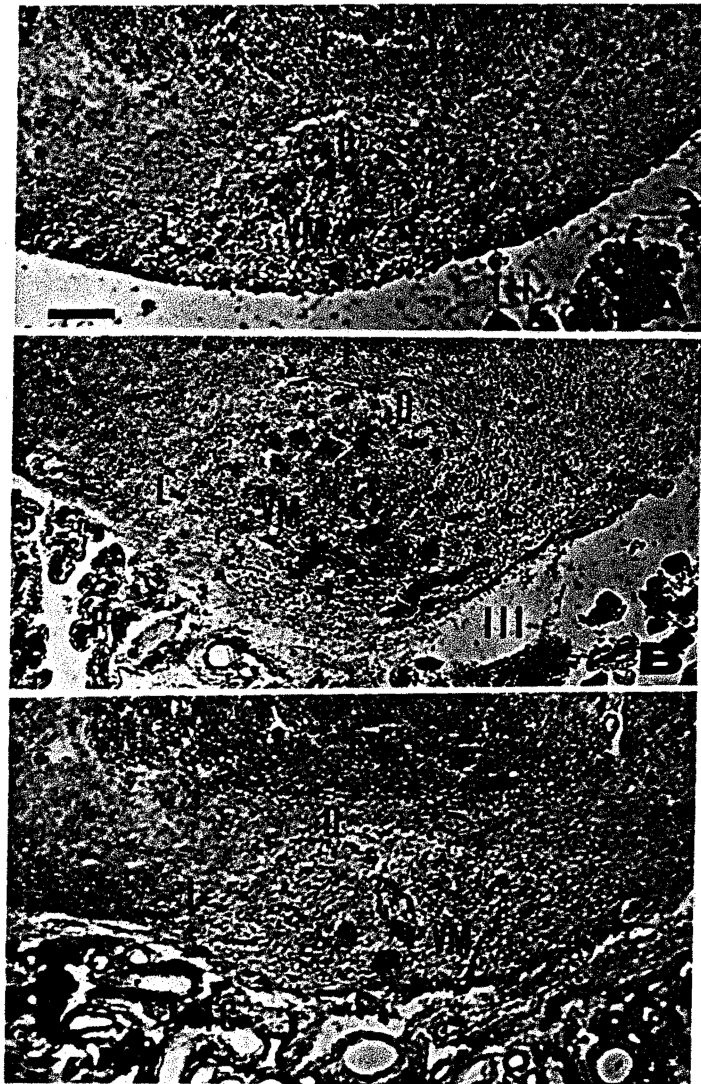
Fotomicrografias de cortes coronais do OSF humano. A- região rostral; B- região central; C- região caudal. D- porção dorsal da zona dorsolateral; L- porção lateral da zona dorsolateral; VM- zona ventromedial; F- fórnix; PC- plexo coróide; TC- tela coroidéia; III- terceiro ventrículo. Técnica de Gomori. Barra de calibração = 200 μ m.
